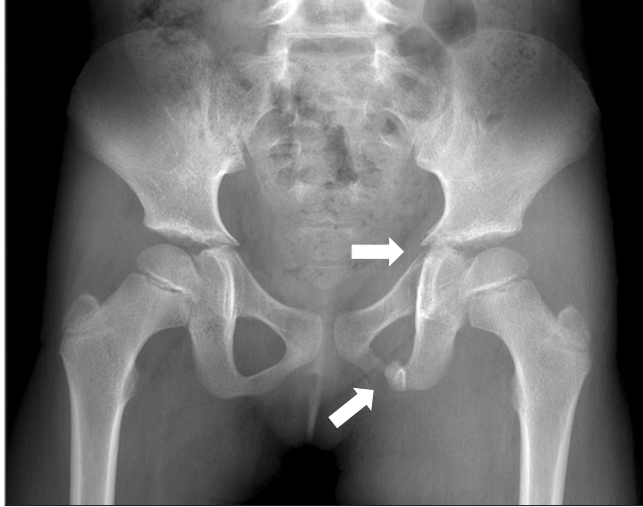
At both pelvic anteroposterior radiograph, left pubic ramus fracture with mild displacement is observed (white arrows).
